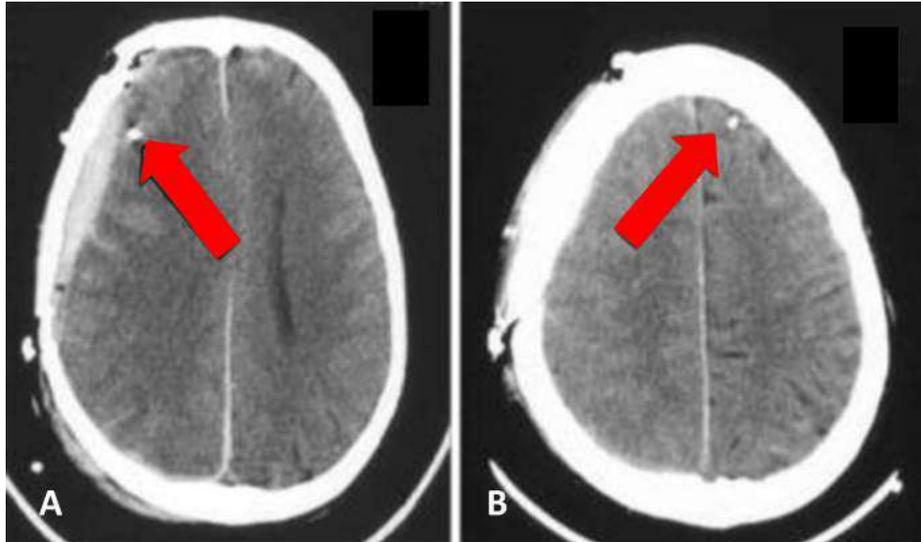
TC pós-operatória demonstrando *probe* de MDC inserido em área perilesional.
